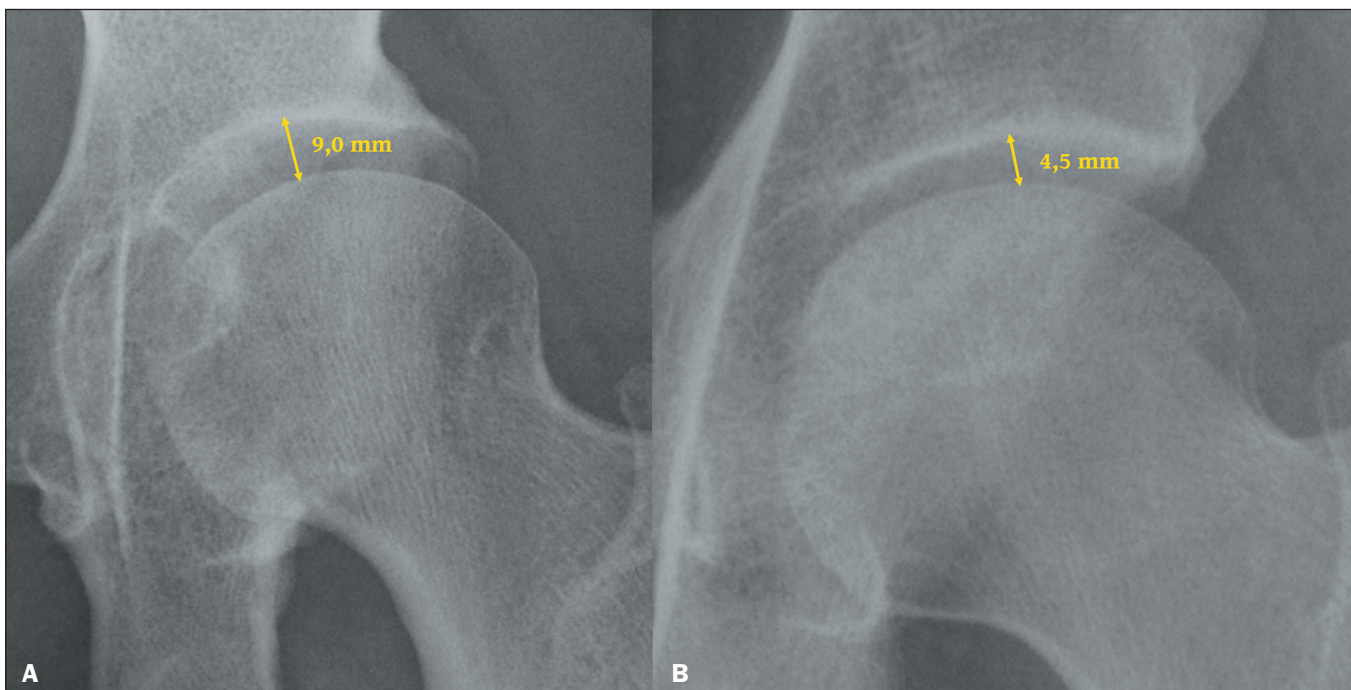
Radiografia do quadril esquerdo em incidência anteroposterior demonstrando aumento do espaço articular femoroacetabular em paciente com acromegalia (A), comparando com o espaço femoroacetabular normal em paciente saudável (B).
